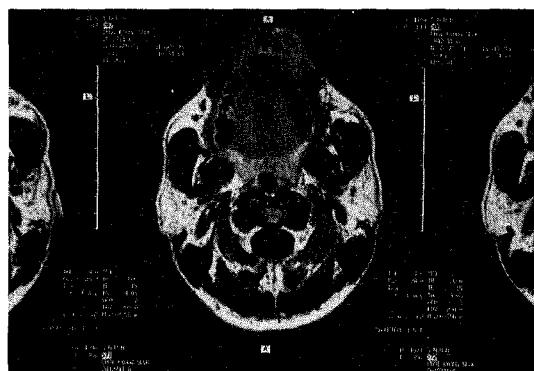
동정맥의 기형의 MRI 상 좌측 상순의 병소가 관찰 된다.
